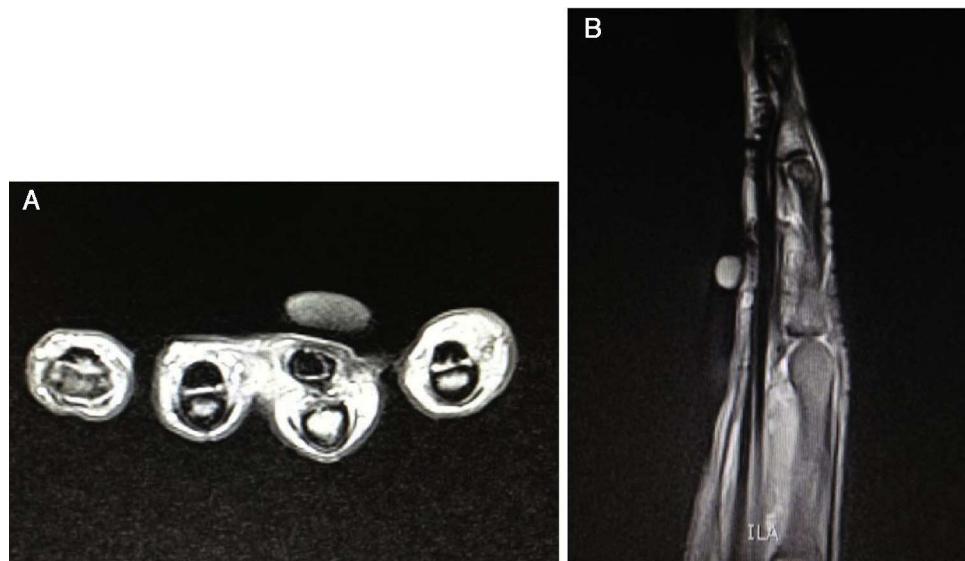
Imágenes de corte axial (A) y sagital (B) de RM simple de los dedos de la mano izquierda donde se ve el aumento del espacio entre los tendones flexores y la superficie ósea a la altura de la polea A2.
